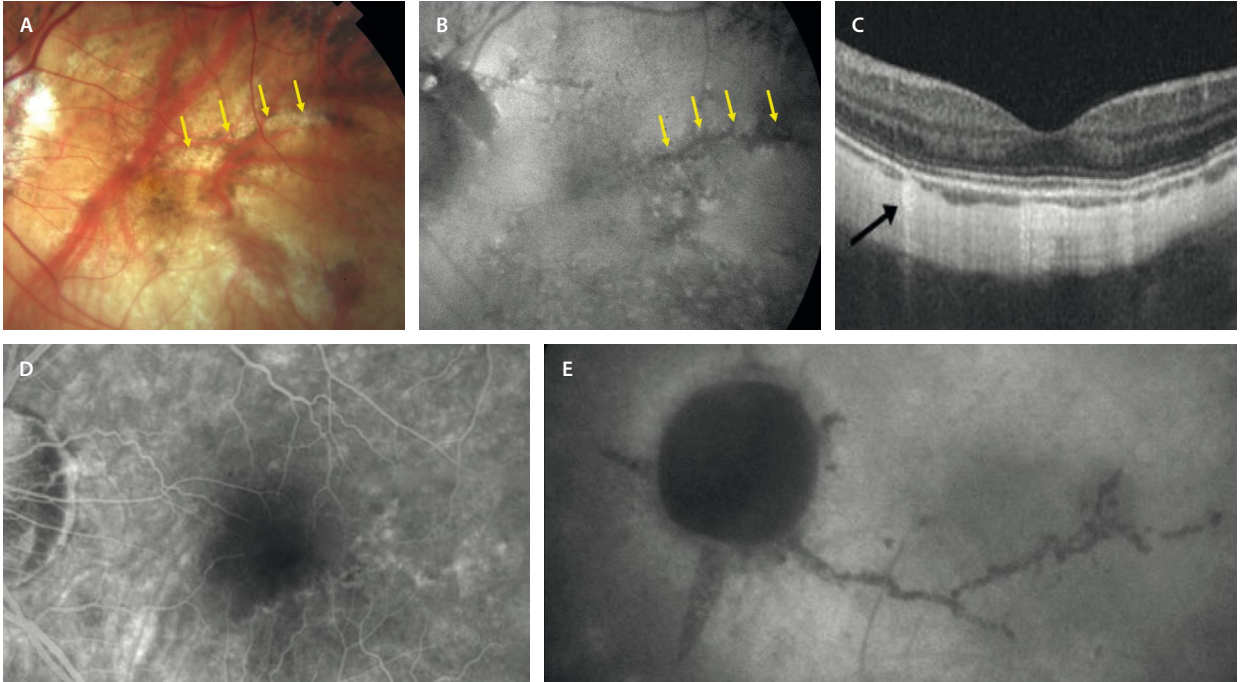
Estrías de laca. A) Retinografía. Se observan como lesiones lineales blanquecinas con cambios pigmentarios (flechas amarillas). B) En la autofluorescencia se ven hipoautofluorescentes (flechas amarillas). C) En la tomografía de coherencia óptica macular se aprecian como áreas de disrupción del epitelio pigmentario de la retina e hipertransmisión coroidea focal (flecha negra). D) En la angiografía con fluoresceína son hiperfluorescentes. E) En la angiografía con verde de indocianina son hipocianescentes.
